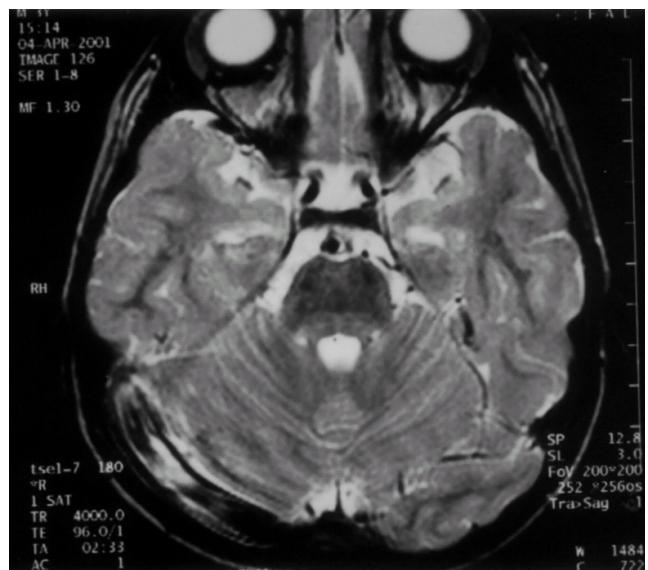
Brain MRI shows the right otomastoiditis and thrombophlebitis involving the right transverse sinus.
